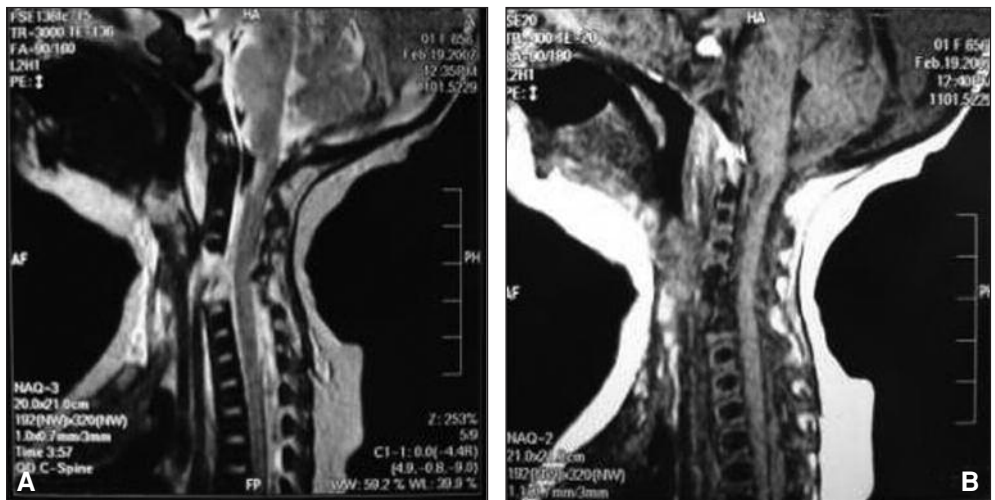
A y B. Resonancia magnética de la columna, a las 48 horas del nacimiento. Se observa edema medular, hemorragia, bloque posterior de LCR y lesión que compromete el cartílago del cuerpo vertebral de C4-C5.
